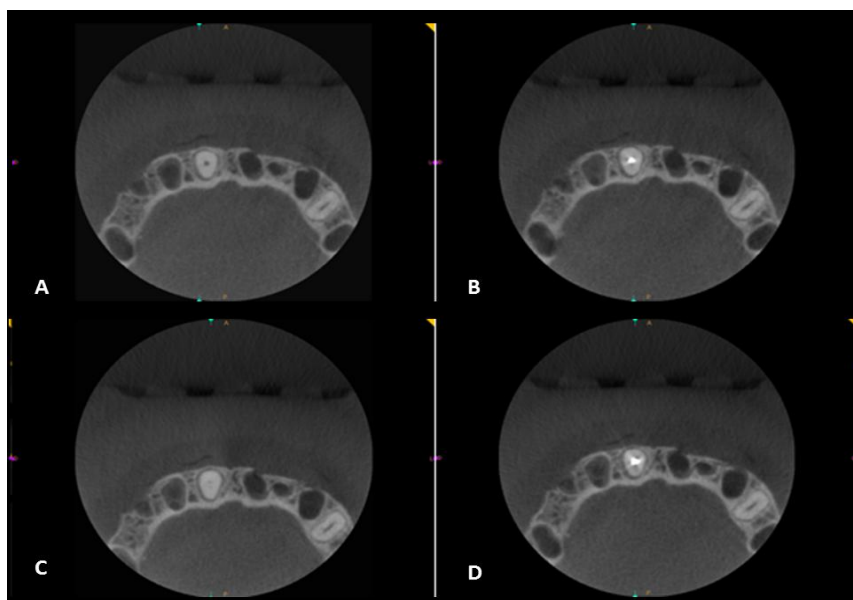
CBCT axial slices of the four filling studied groups, A- Empty, B- Gutta-Percha, C- Fiberglass Post and D- Metal Post.
